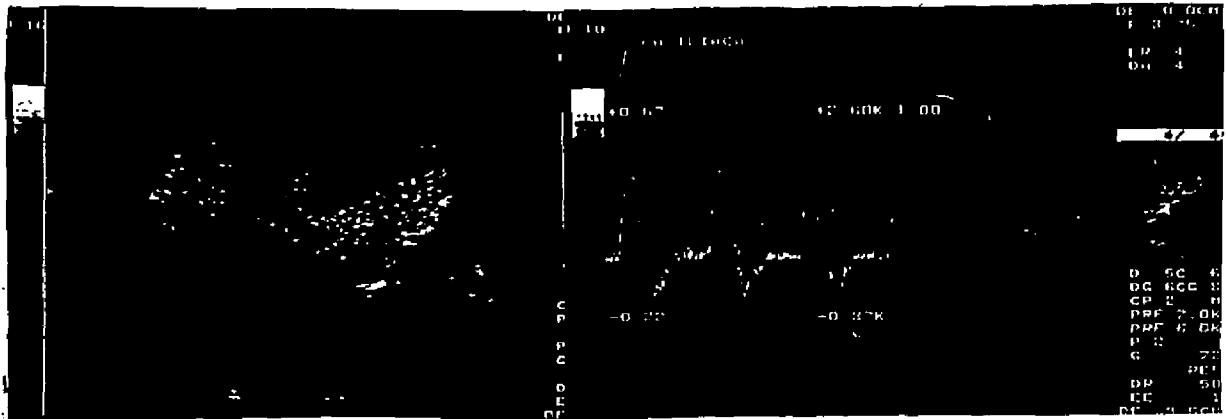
Y 57: TROMBOSIS DE ART.RENAL. Doppler color con ausencia de vasos parenquimatosos, sólo se detecta flujo en art.iliaca.
